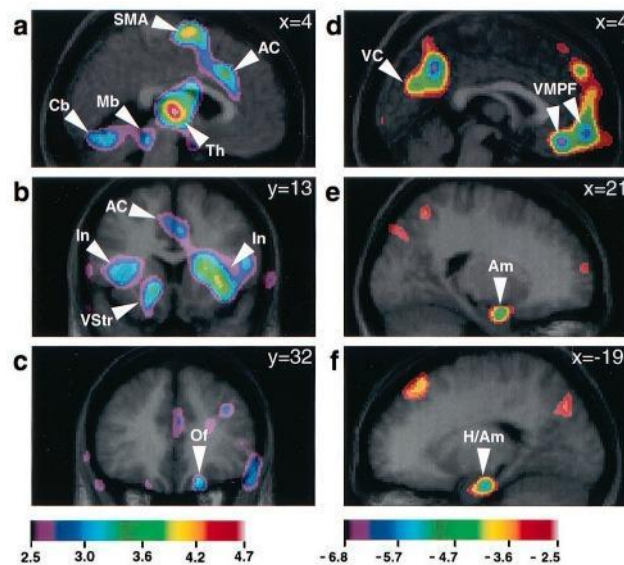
TOMOGRAFIA CON EMISION DE POSITRONES. Regiones neuroanatómicas que demuestran correlaciones significativas de rCBF con índices de intensidad de escalofríos. Se utilizaron análisis de regresión para correlacionar rCBF de datos de PET promediados para escaneos combinados de música de control y seleccionados por sujetos con calificaciones de intensidad de escalofríos (0 a 10). Las correlaciones se muestran como imágenes de estadística t superpuestas en las exploraciones de resonancia magnética promedio correspondientes (consulte la Tabla 1, toda la música). Los rangos de la estadística t para cada conjunto de imágenes están codificados por escalas de color debajo de cada columna, correspondiente a a – c (correlaciones positivas con el aumento de la intensidad de los escalofríos), y d – f (correlaciones negativas). a (sección sagital, x 5 4 mm) muestra positivo Correlaciones de rCBF en mesencéfalo dorsomedial izquierdo (Mb), tálamo derecho (Th), AC, SMA y cerebelo bilateral (Cb). b (sección coronal, y 5 13 mm) muestra ventral izquierda estriado (VStr) y la ínsula bilateral (In; también AC). c (sección coronal, y 5 32 mm) muestra la corteza orbitofrontal derecha (Of). d (sección sagital, x 5 4 mm) muestra negativos Correlaciones de rCBF en VMPPF y corteza visual (VC). e (sección sagital, x 5 21 mm) muestra amígdala derecha (Am). f (sección sagital, x 5 219 mm) muestra izquierda hippocampusamygdala (HyAm).²³
